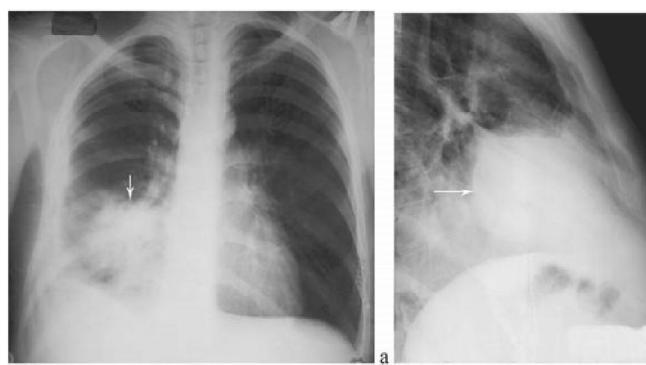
Абсцесс средней доли правого легкого. Рентгенограмма грудной клетки в прямой (а) и правой (б) боковой проекции
